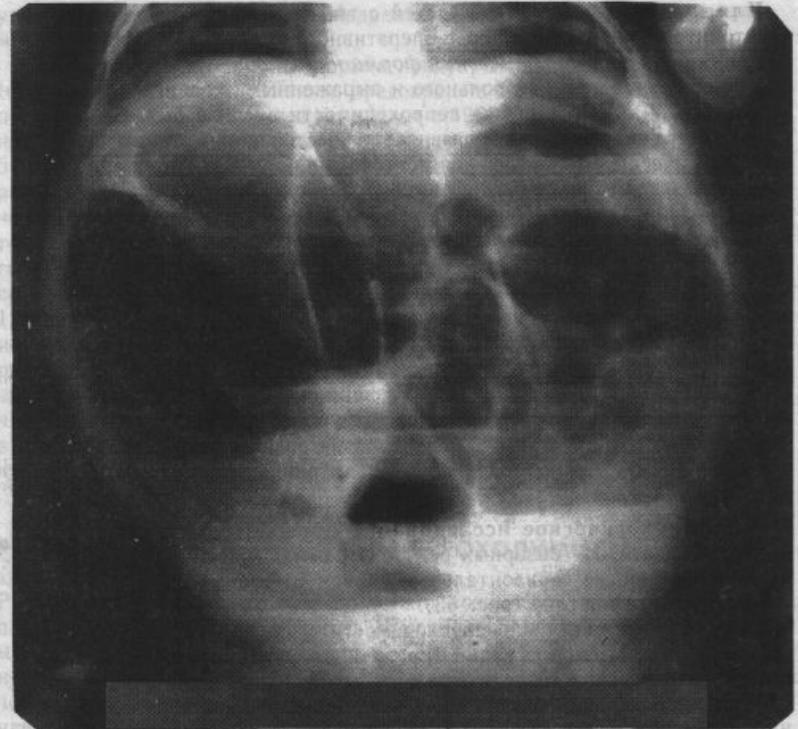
Рентгенологическое обследование ребенка с ранней спаечной непроходимостью. Видны раздутые газом петли кишечника и множественные горизонтальные уровни.
